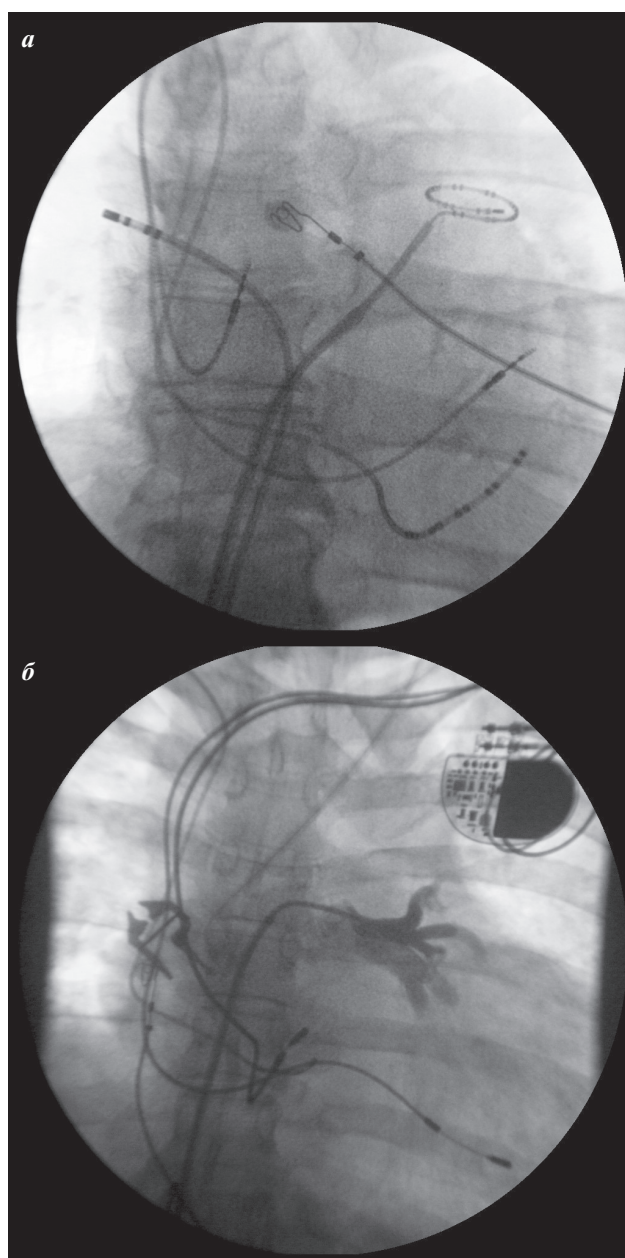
Рентгенограмма пациента с 2-х камерным ЭКС: а - катетер Lasso установлен в ЛВЛВ, аблационный электрод в ПЛВЛ, б - проведение ретроградной вазографии ЛНЛВ.
